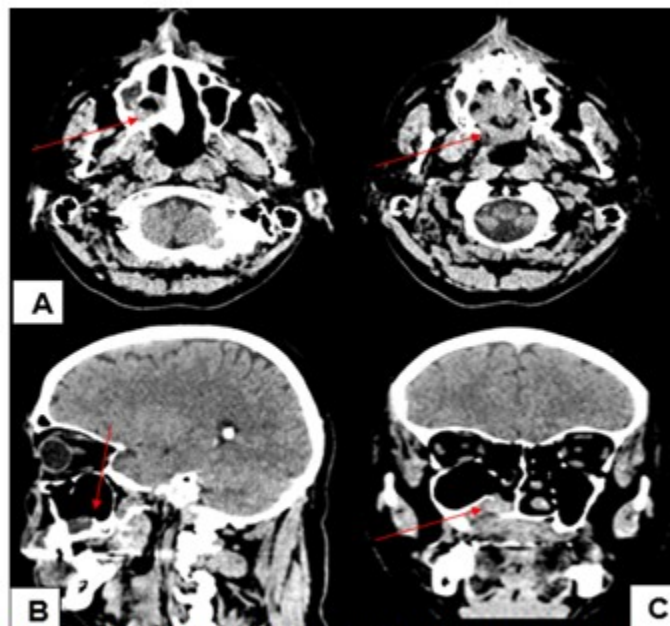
TAC multicorte de cráneo y macizo facial. A: cortes axiales. B: sagitales. C: coronal que muestra masa sólida en el piso de seno maxilar derecho con extensión a pared medial y proximidad a pared posterior
